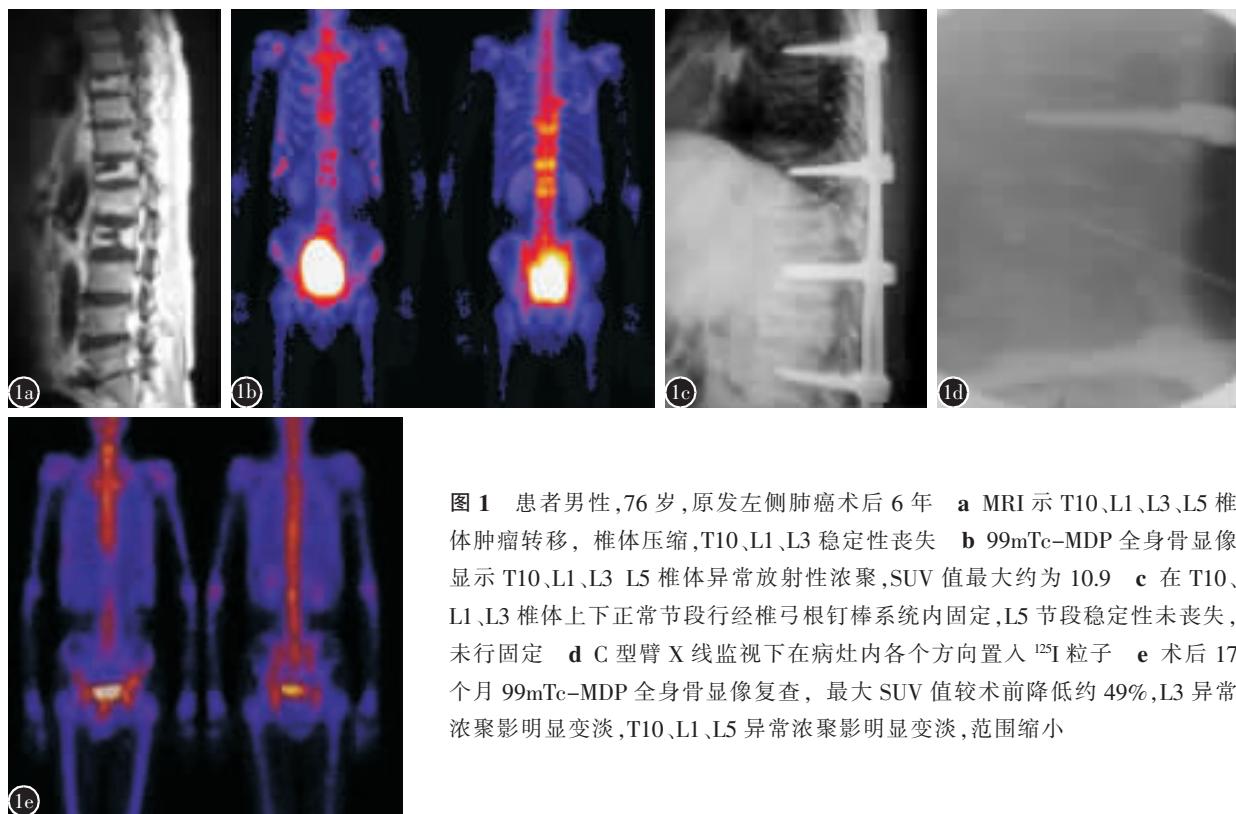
患者男性,76岁,原发左侧肺癌术后6年 a MRI示T10、L1、L3、L5椎体肿瘤转移,椎体压缩,T10、L1、L3稳定性丧失 b 99mTc-MDP全身骨显像显示T10、L1、L3、L5椎体异常放射性浓聚,SUV值最大约为10.9 c 在T10、L1、L3椎体上下正常节段行经椎弓根钉棒系统内固定,L5节段稳定性未丧失,未行固定 d C型臂X线监视下在病灶内各个方面置入¹²⁵I粒子 e 术后17个月99mTc-MDP全身骨显像复查,最大SUV值较术前降低约49%,L3异常浓聚影明显变淡,T10、L1、L5异常浓聚影明显变淡,范围缩小
